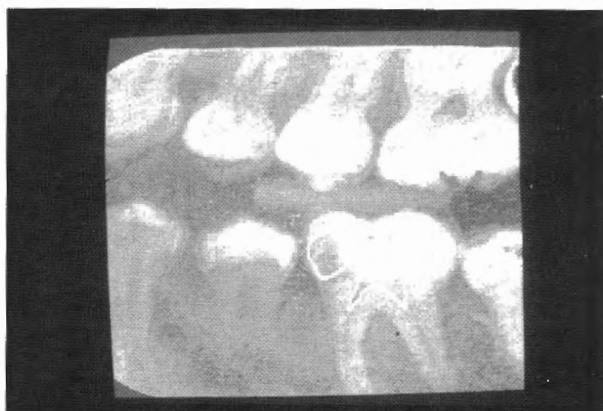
Caso clínico núm. 7 con pseudocolor (radiografía con aleta de mordida).
